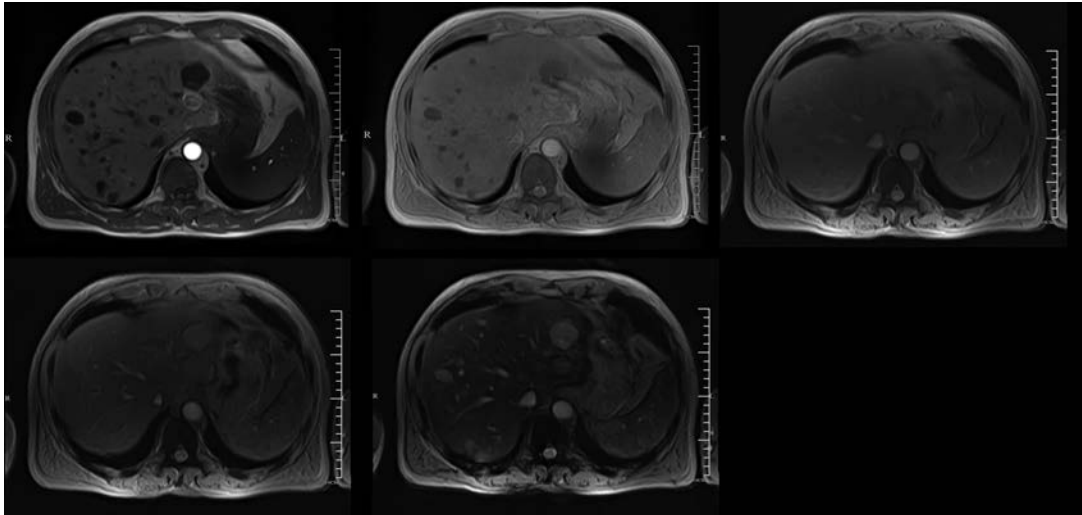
Imagens de RMN - ponderações usadas pelo protocolo da Universidade de Rennes num doente deste estudo com uma concentração de ferro hepática de 120  $\mu\text{mol/g}$ : T1: GRE 120 / 4 / 90°; PD : GRE 120 / 4 / 20°; T2 : GRE 120 / 9 / 20°; T2+ : GRE 120 / 14 / 20°; T2++ : GRE 120 / 21 / 20°. Note-se a diminuição do sinal do parênquima hepático, especialmente na ponderação T2.
